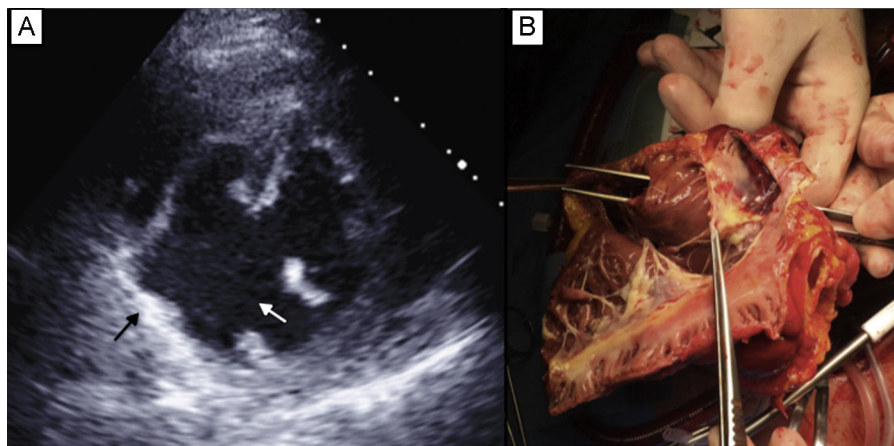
A: ecocardiograma que muestra la comunicación interventricular (flecha blanca) y el pseudoaneurisma (flecha negra). B: corazón explantado; el ventrículo derecho está abierto y una pinza introducida a través de la válvula aórtica atraviesa una gran comunicación interventricular en la parte posterior del septo.
